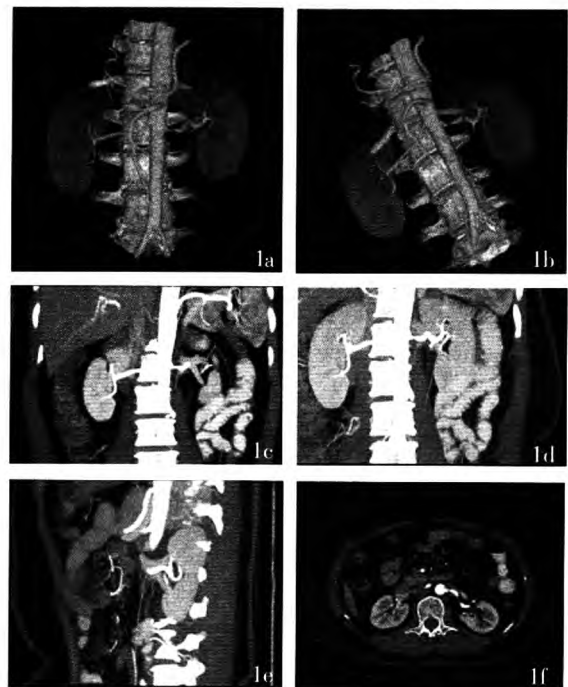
患者女性, 60 岁, 发现高血压 2 年来诊, 入院时血压为 180/100 mmHg。图 1a 为肾动脉多层螺旋 CT 血管造影容积重建图像, 见左侧肾动脉起始处有局限性狭窄; 图 1b 为肾动脉多层螺旋 CT 血管造影, 见左侧肾动脉起始处有局限性狭窄; 图 1c 为肾动脉多层螺旋 CT 血管造影最小密度投影图像, 矢状位, 见左侧肾动脉起始处有局限性狭窄; 图 1d 为肾动脉多层螺旋 CT 血管造影最大密度投影图像, 矢状位, 见左侧肾动脉起始处有局限性狭窄; 图 1e 为肾动脉多层螺旋 CT 血管造影最大密度投影图像, 冠状位, 见左侧肾动脉起始处有局限性狭窄; 图 1f 为肾动脉多层螺旋 CT 血管造影横轴位原始图像, 见左侧肾动脉起始处有局限性狭窄。
